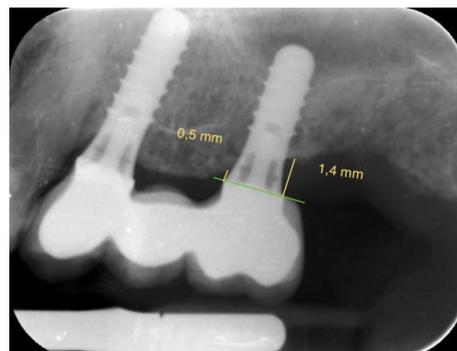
Radiografía periapical al año de la carga. Se trazó una línea paralela a la zona de unión corona-implante, por mesial y distal del implante se midió mediante 2 líneas perpendiculares a la primera línea trazada que discurrían de forma tangente a la plataforma del implante y que llegaban hasta la cortical ósea.
